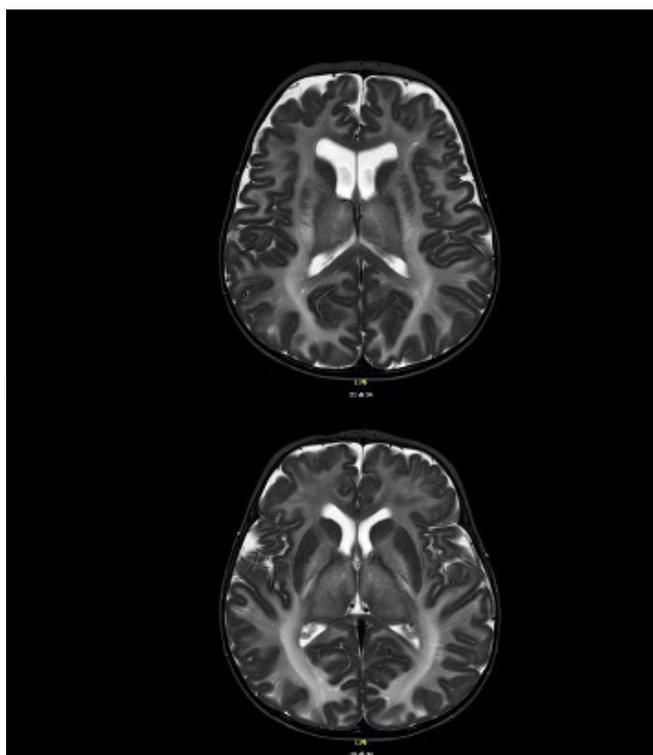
RM encefalo della paziente a circa 6 mesi di vita. Visibile edema intramielinico e coinvolgimento dei nuclei pallidi, dei talami e dei nuclei dentati.
